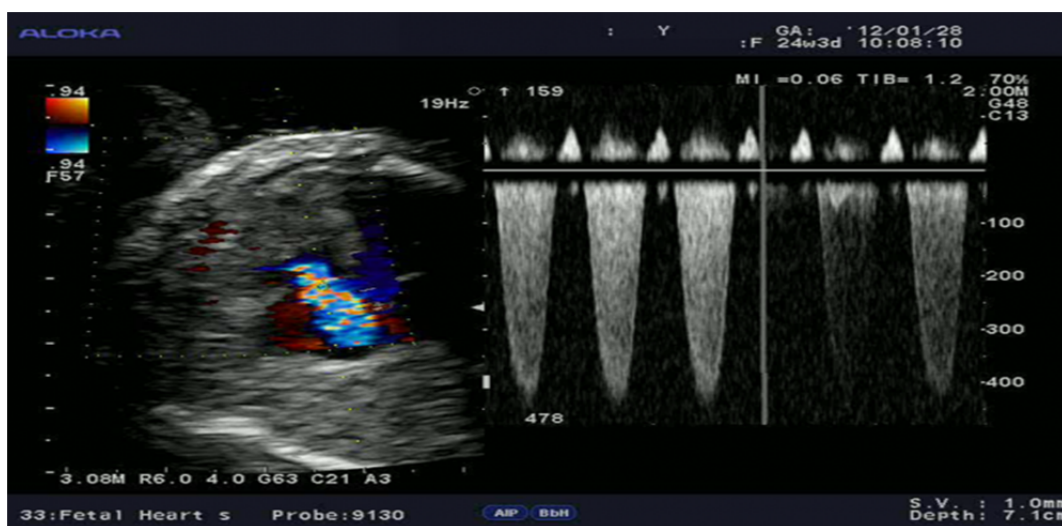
Пример ультразвуковой картины состояния сердца при доплерэхокардиографии
